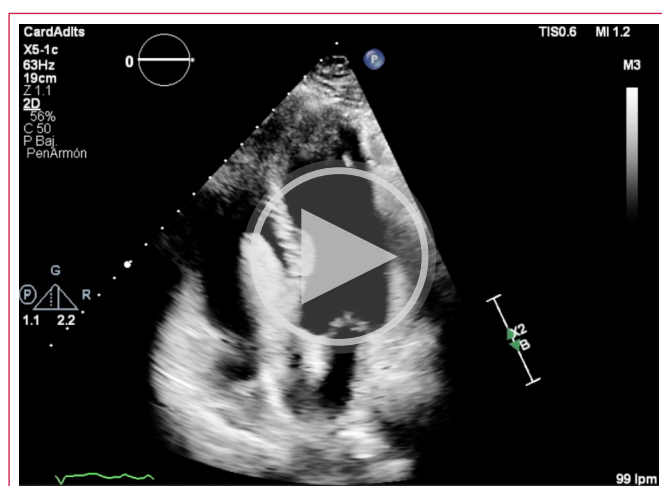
Ecocardiograma transtorácico. Proyección apical de 4 cámaras. Dilatación de cavidades derechas e imagen hiperefringente de aspecto tubular alojada en aurícula y ventrículo derecho con extremo distal ubicada hacia la porción medio ventricular.
